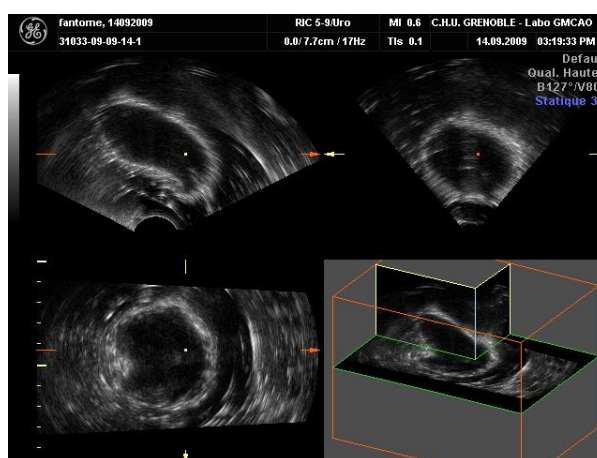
Aspect échographique du fantôme. Le contour de la prostate très hyperéchogène contraste avec le milieu environnant et l'intérieur de la prostate.
